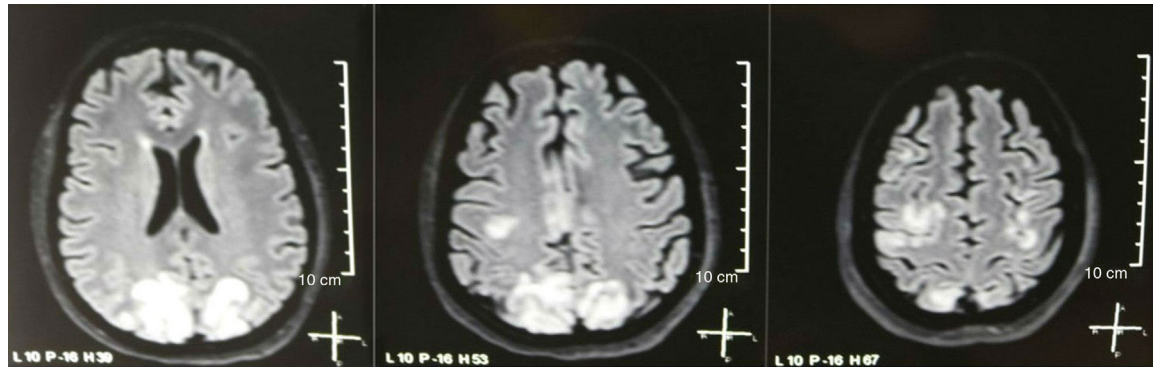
Resonancia magnética nuclear de cerebro simple + difusión al ingreso: lesiones bilaterales, simétricas, hiperintensas en secuencia FLAIR en sustancia blanca de lóbulos occipitales y parietales.
